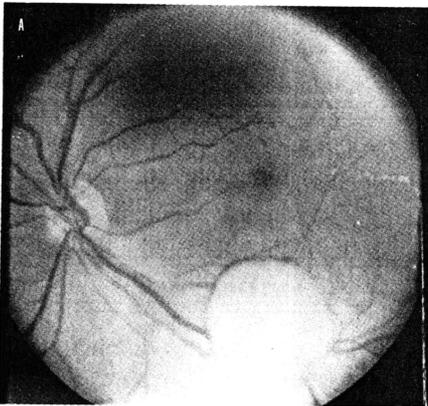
Massa tumoral em arcada temporal inferior de OE (A) e Ecocardiograma mostrando massa tumoral no dois ventrículos (B).
